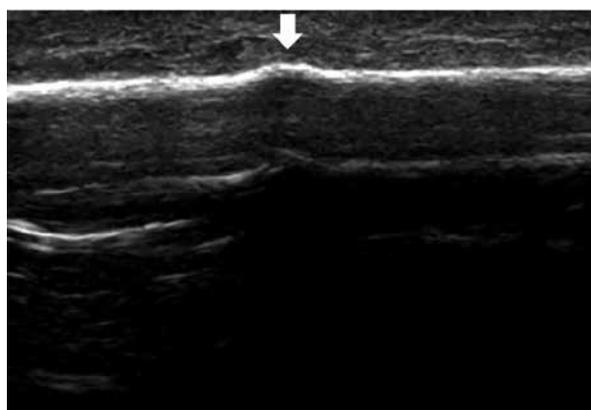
症例1. 初診時超音波検査所見。脛骨内果に明らかな骨折線を認めた。4/4名が診断可能であった。
